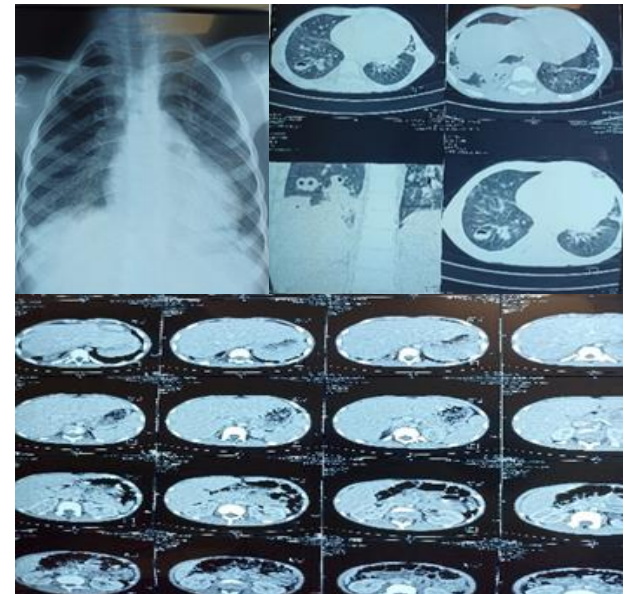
Radiographie du poumon de face : Image kystique basale droite, arrondies, assez bien limités, confluentes et à parois épaissies, le complément scannographique en coupe transversale montre une clarté arrondie au niveau apical du poumon droit bronchopneumopathie avec nodules pulmonaires diffus excavés.
